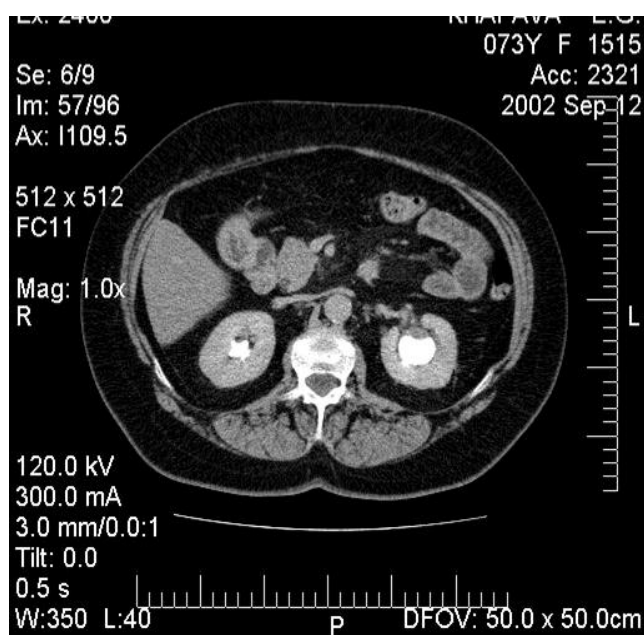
МСК - томограмма. Выделительная фаза. Появление контрастного вещества в паренхиме и лоханках почек.
